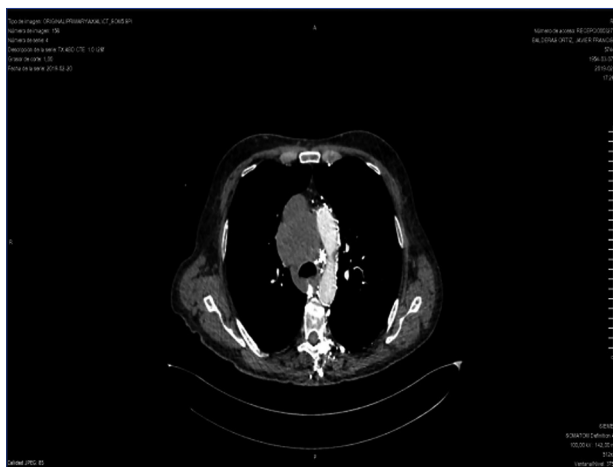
TAC de tórax con medio de contraste (16.02.2019). Se observa una tumoración de 59 x 43 mm adyacente y por detrás de la vena cava superior
